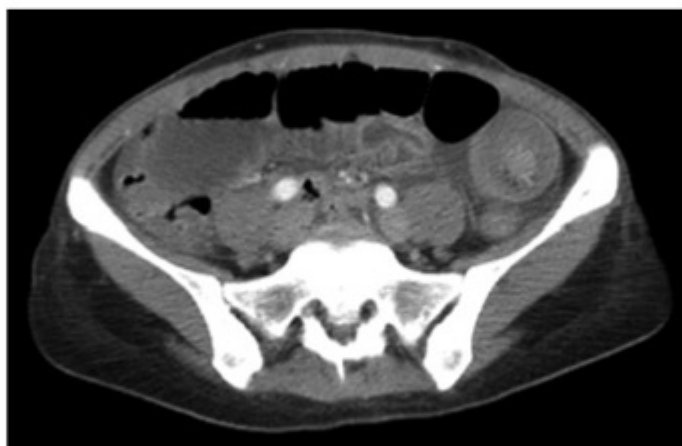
Vista axial da TC da paciente com obstrução mecânica do intestino delgado mostrada na Figura 6.3. Essa TC demonstra um “sinal em alvo” no lado esquerdo do abdome, adjacente à crista ilíaca esquerda, indicando uma intussuscepção do intestino delgado. (O exame patológico cirúrgico dessa paciente revelou a presença de um tumor do estroma gastrointestinal [TEGI] com 3 cm, causando intussuscepção do intestino delgado.)
